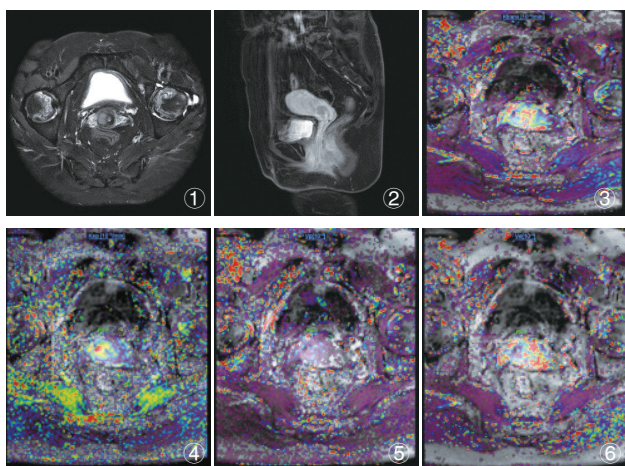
宫颈癌患者MRI常规扫描和DCE-MRI扫描图像
